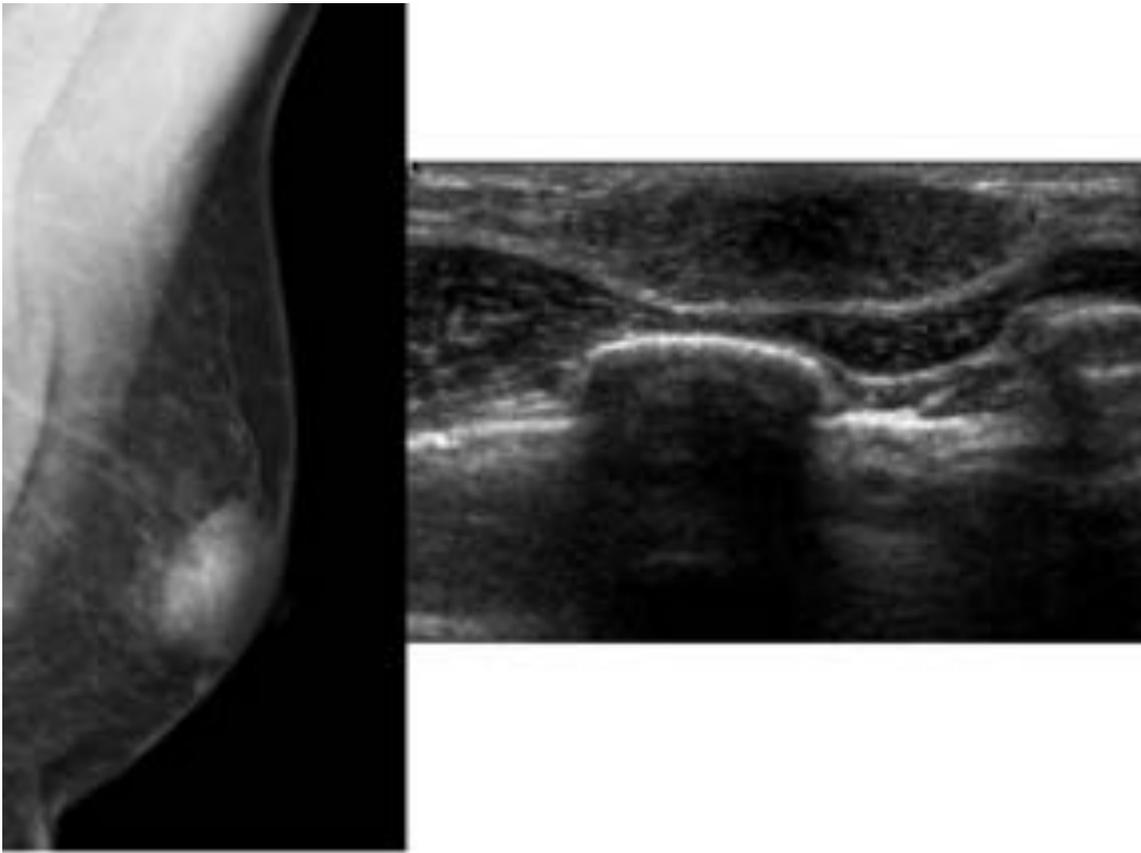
Mamografía MLO ilustrando la forma nodular de ginecomastia como una masa ovalada y subareolar. En ecografía se corresponde con una formación nodular redondeada hipocogénica, de márgenes bien definidos.
